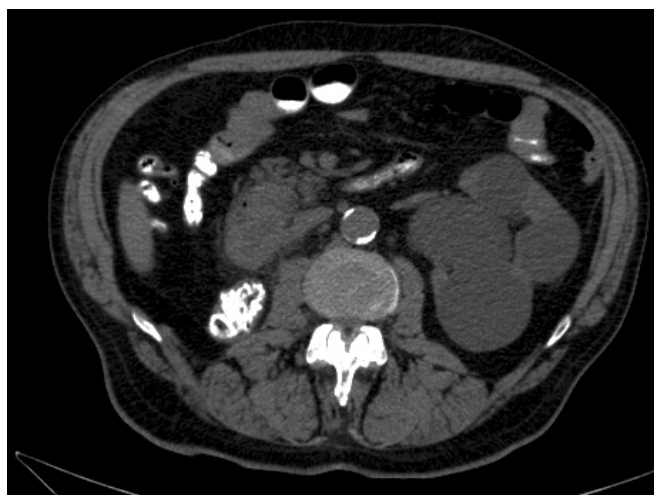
TAC toraco-abdomino-pélvica. Engrosamiento focal de pared posterior de segunda porción duodenal, con disminución del calibre de la luz.
